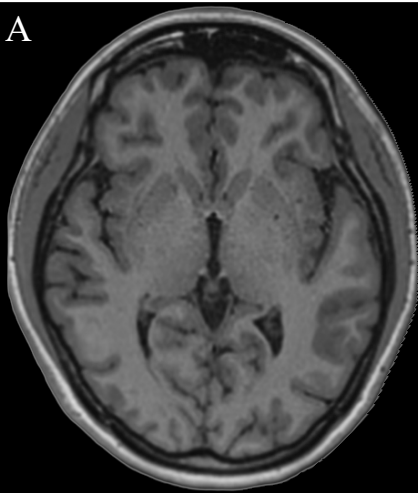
Secção transversal (axial) do encéfalo ao nível da parte superior do terceiro ventrículo. RNM (A) e TC (B). Neste plano de corte é possível identificar claramente o tálamo e parte da sua divisão nuclear pela lâmina medular medial. O septo pelúcido separa os cornos frontais dos ventrículos laterais e se insere na coluna do fórnice posteriormente. Os núcleos da base são evidenciados. O núcleo lentiforme localiza-se medialmente à cápsula externa e lateralmente ao tálamo e cabeça do núcleo caudado. Entre o núcleo claustro e o córtex insular é possível localizar a delgada cápsula extrema. A cauda do núcleo caudado torna-se evidente anterolateral ao corno occipital do ventrículo lateral. No lobo occipital é possível observar o importante sulco calcarino.
